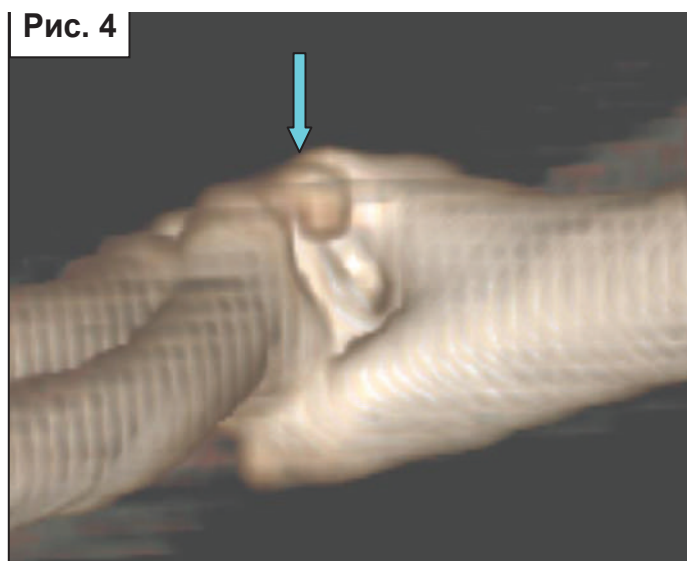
Періостальний кістковий екзостоз (позначено стрілкою) по передній поверхні метафіза плечової кістки. КТ-реконструкція суглоба кроля № 14
